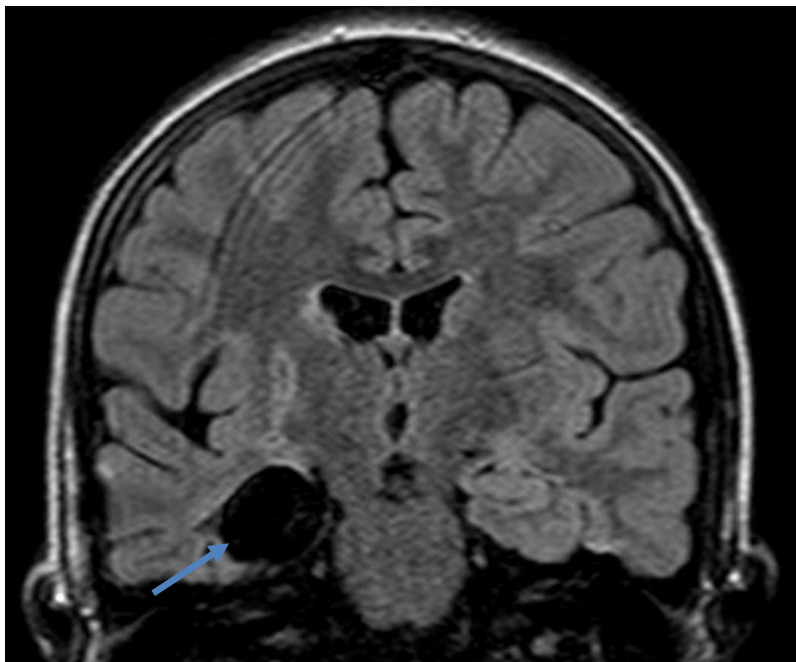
Imagem FLAIR, pós-operatório, em corte coronal. Evidencia área de remoção cirúrgica da lesão pós-cirúrgica temporal interna e temporo-basal à direita, quística (com evolução de sinal, igual à do LCR, em todas as ponderações e sem restrições à difusão) correspondendo à remoção cirúrgica da massa tumoral, com evidência de amígdalo-hipocampectomia total.
